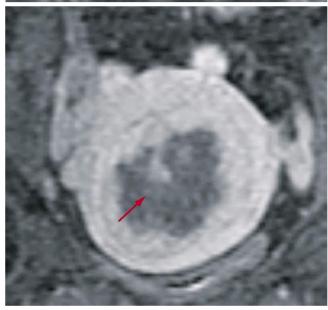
Применение УЗ абляции при лечении мимы матки. А – Фокусированный ультразвук общий вид при абляции миоматозного узла, Б – МРТ коронарная проекция, дозиметрическая карта (синим цветом выделена зона, где был нагрев выше порога коагуляции), В – МРТ коронарная проекция, участок без перфузии (темная зона отсутствия поглощения контраста свидетельствует об отсутствии перфузии крови)
